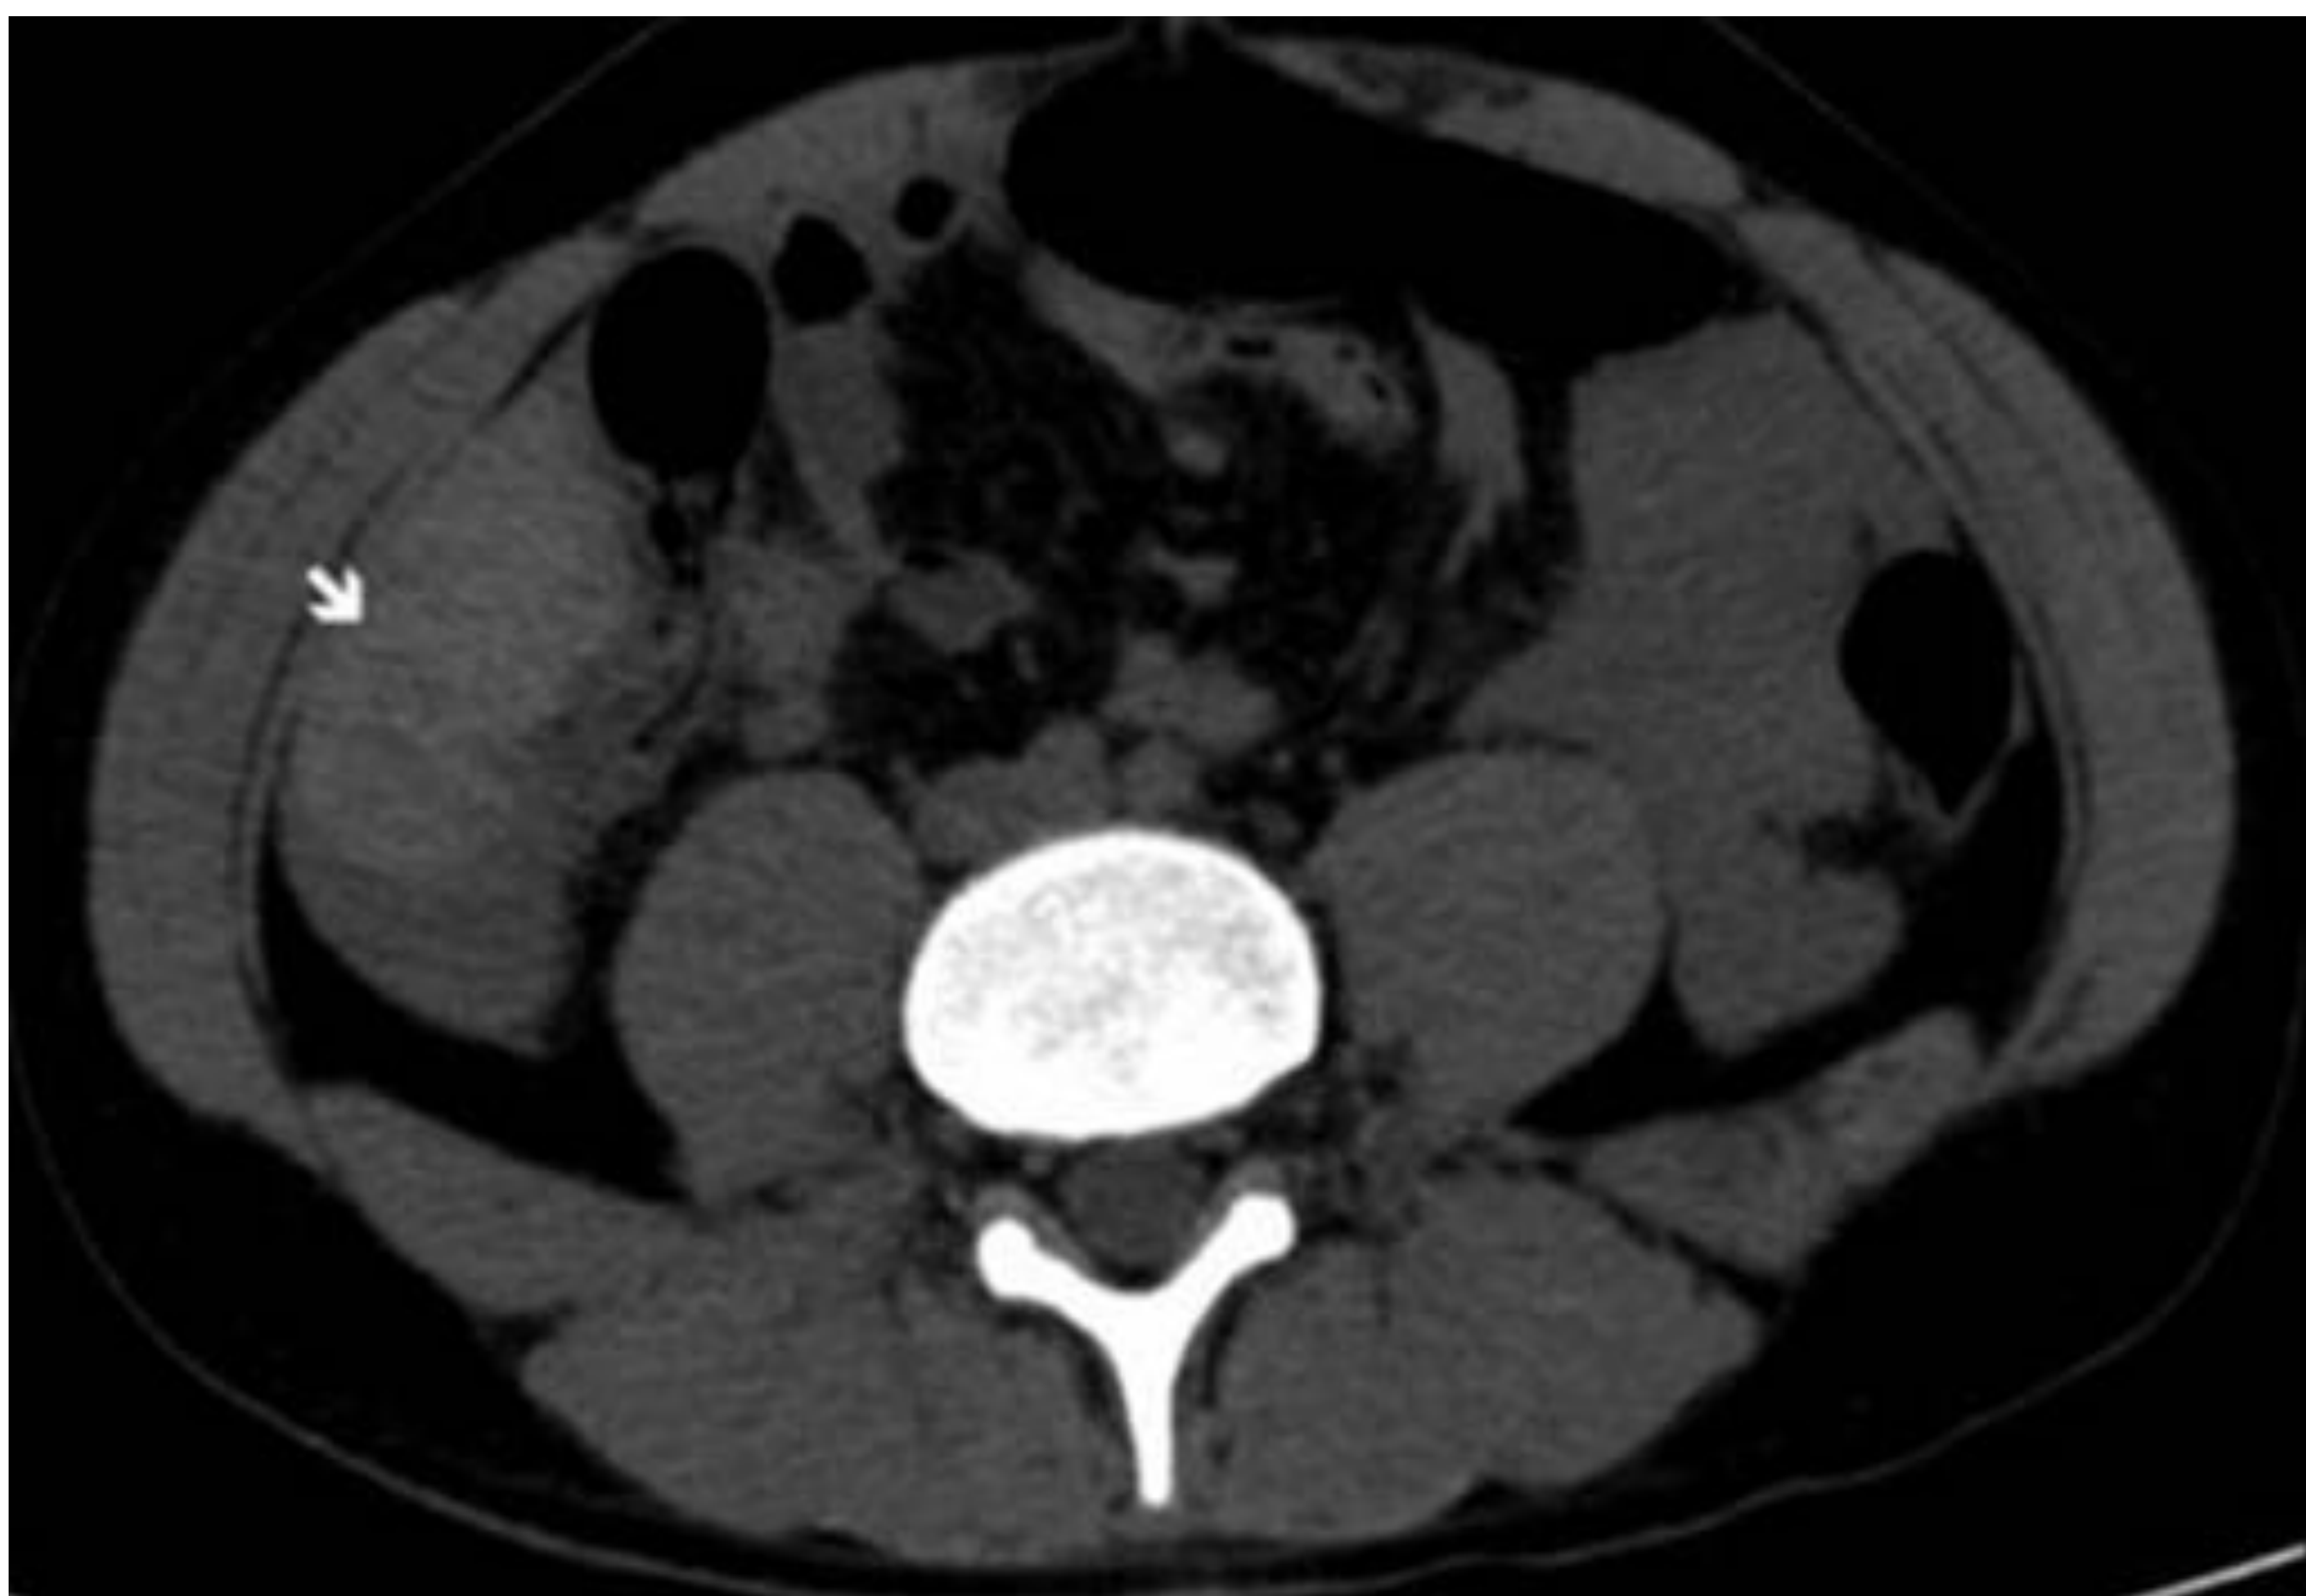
Paciente con laceración intestinal traumática. TC sin CIV que evidencia el signo del “coágulo centinela” como el sitio de mayor densidad, que orienta el origen del sangrado.
